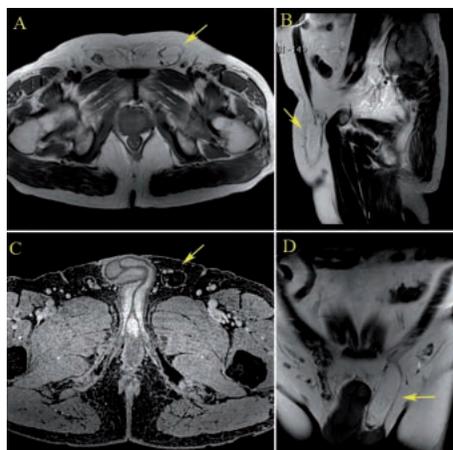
Hernia indirecta inguinal. Las imágenes de RM (A, transversal potenciada en T1; B, sagital potenciada en T2; C, transversal con supresión grasa; y D, coronal potenciada en T1) demuestran el saco herniario, el calibre del orificio, su contenido y la relación con los vasos.
